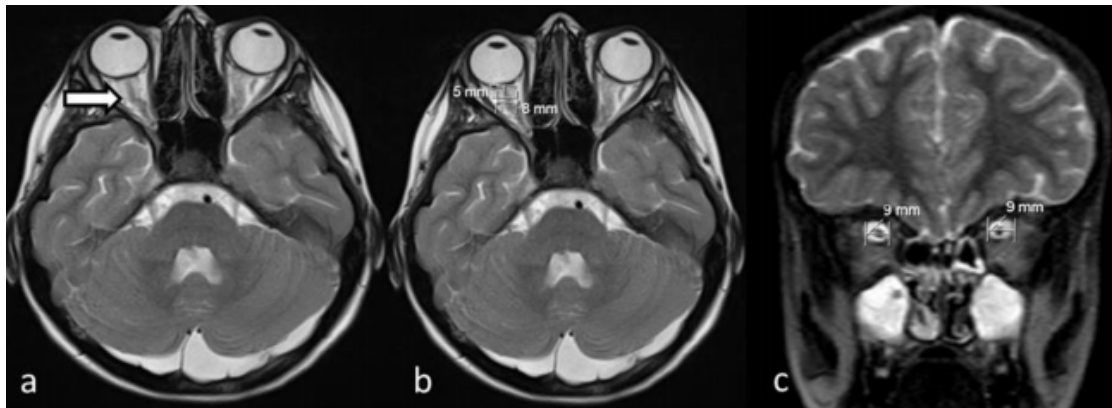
L'image pondérée en T2 axiale (a) d'une IRM qui montre la distension de la gaine du nerf optique (flèche blanche). La distension de la gaine du nerf optique est mesurée à partir de 5 mm en arrière du globe/ (b) L'image coronale pondérée T2 (c) montre la distension de la gaine du nerf optique avec le diamètre du nerf optique mesuré. [11]
